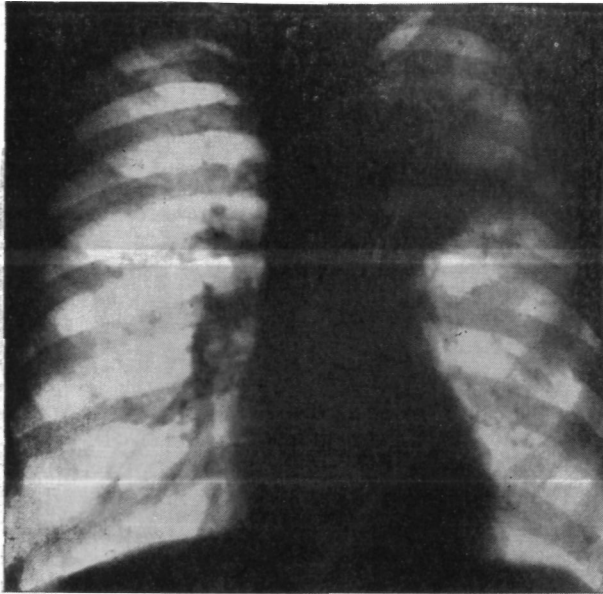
Больной С. Прямая рентгенограмма легких. Гиповентиляция верхней доли левого легкого. Тень опухоли в области головки корня.
